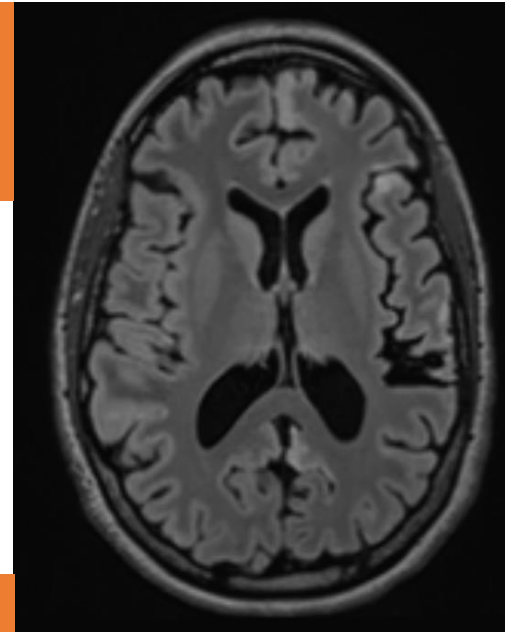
RM craneal en secuencias FLAIR de mujer de 33 años que presenta migrañas con aura que debutan en 2023, asociando crisis epilépticas sin respuesta al tratamiento. Se aprecian lesiones hiperintensas frontales parasagital izquierda anterior, tálamo derecho y temporal izquierda.
